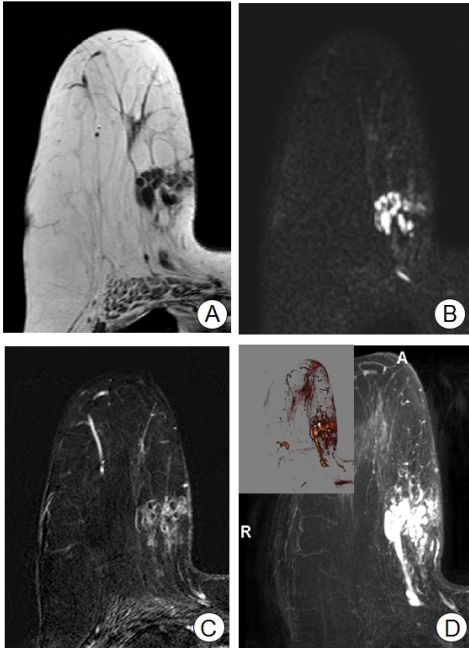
MRI shows conglomerated tubular T1 low and T2 high signal intensity lesion mammary zone and subcutaneous fat layer in the right breast upper inner quadrant. (A) T1 (B) T2 (C) subtractin image T1 enhanced (D) MIP and volume rendering image
